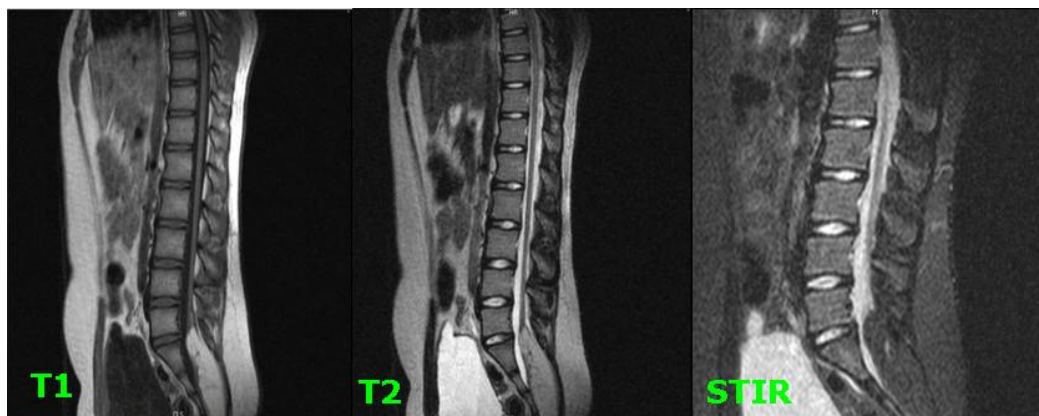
Resonancia magnética en secuencias de T1, T2 y STIR. Imagen hiperintensa en T1 y T2 e hipointensa en STIR en el *filum* terminal, aspecto de lipoma lumbosacro, así como sobreestiramiento y adelgazamiento de la médula espinal.
